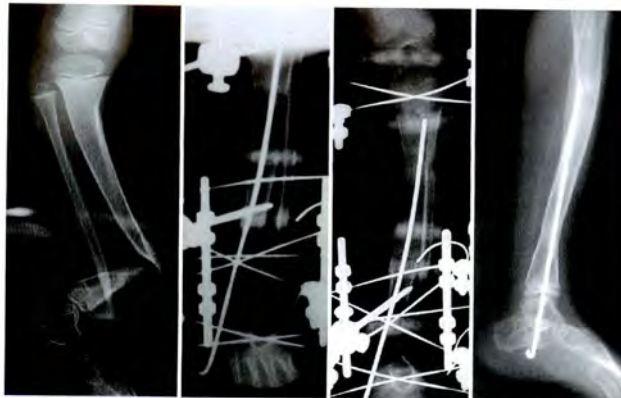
Serial Radiograph of Patient 4
